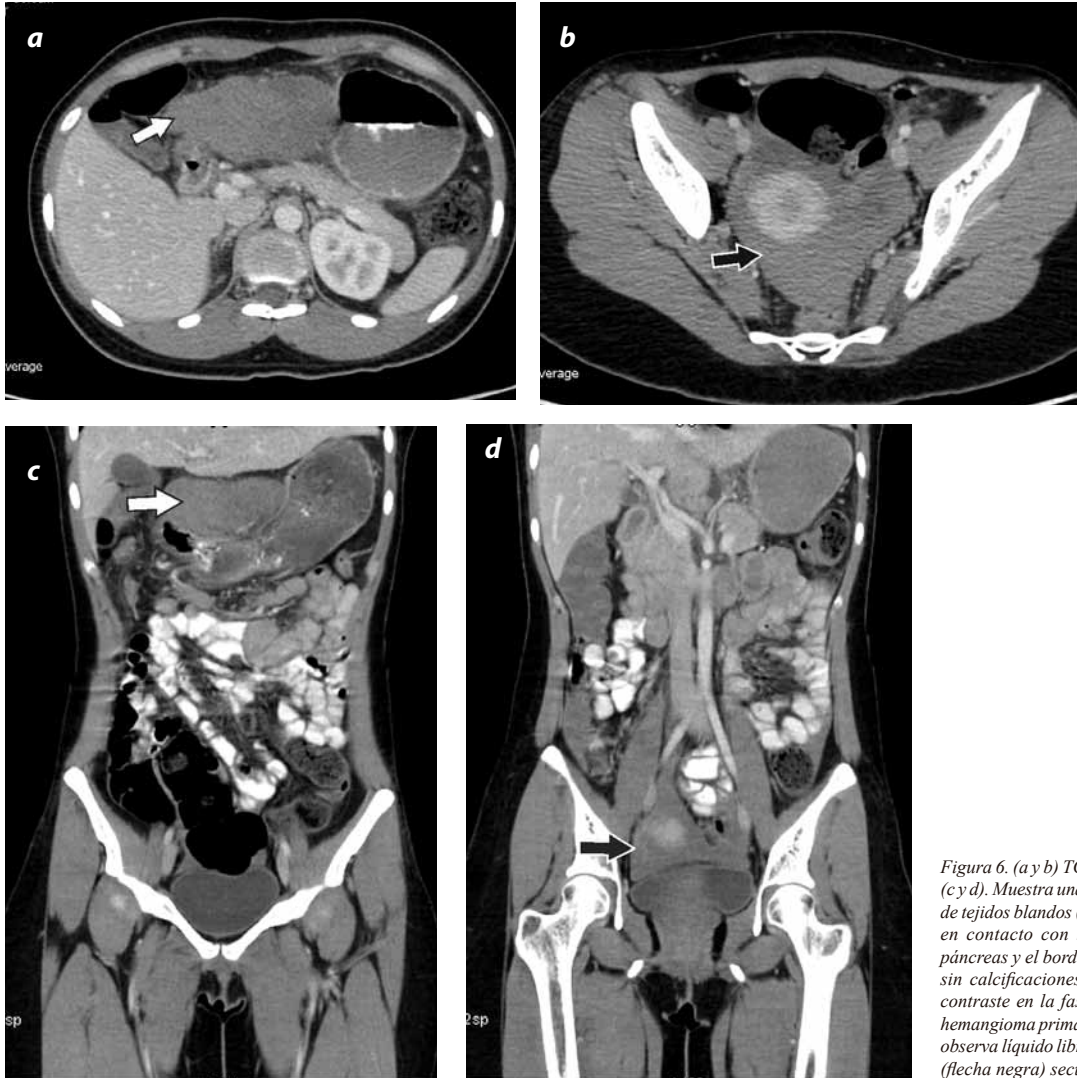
(a y b) TC axial abdominal contrastado y coronal (c y d). Muestra una masa de $96 \times 47 \times 42$ mm con densidad de tejidos blandos (flecha blanca), de bordes bien definidos, en contacto con la curvatura menor del estómago, el páncreas y el borde inferior del lóbulo hepático izquierdo, sin calcificaciones, con discreto realce con el medio de contraste en la fase venosa portal, correspondiente a un hemangioma primario del mesenterio. En la pelvis (b y d) se observa líquido libre de atenuación alta, por hemoperitoneo (flecha negra) secundario a sangrado del hemangioma.
